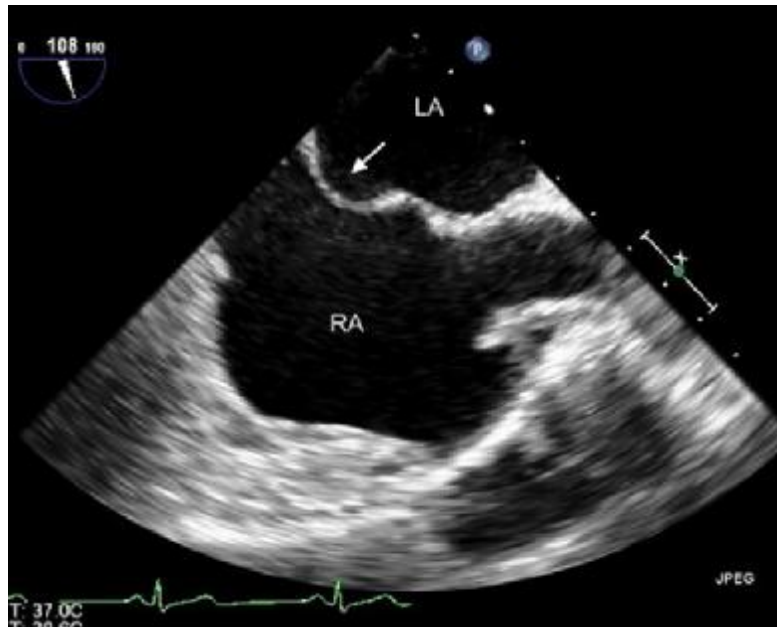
Echocardiographie transoesophagienne (ETO) objectivant un anévrisme du septum interauriculaire
